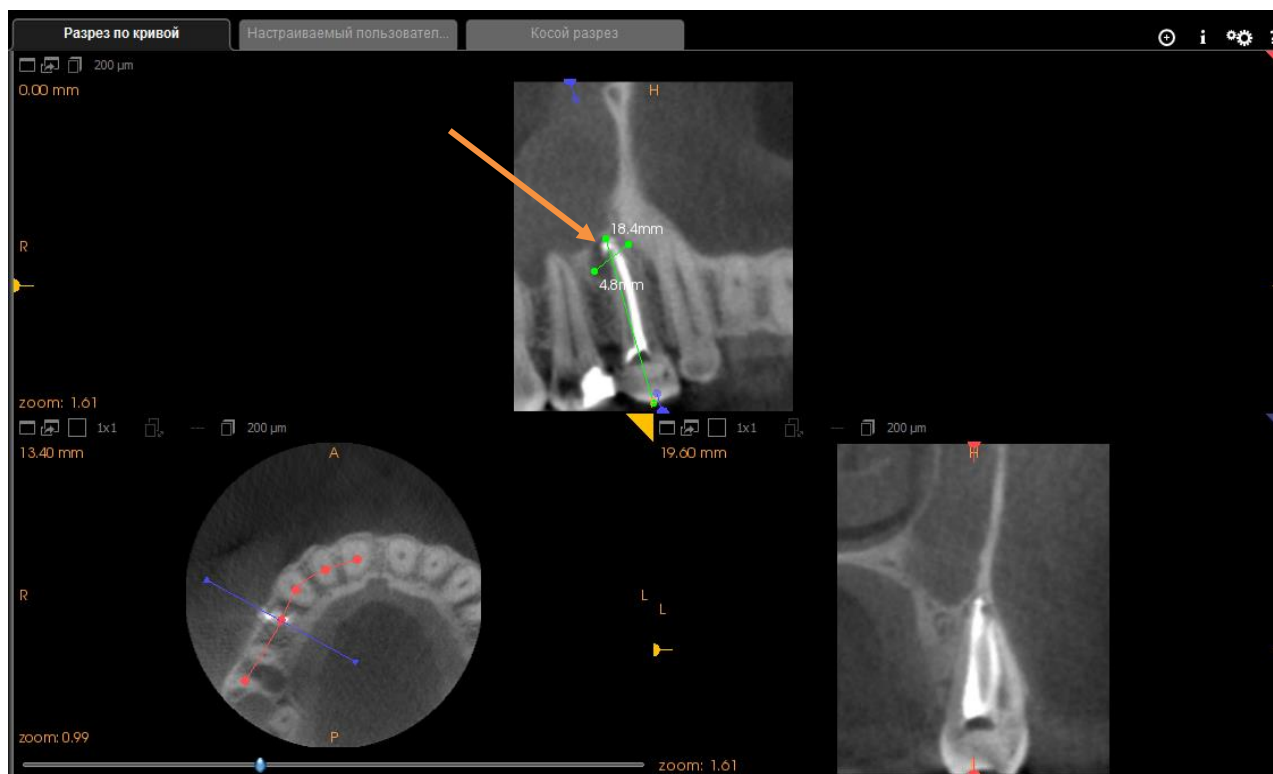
Дентальная компьютерная томография правого сегмента верхней челюсти пациентки Т. до операции резекции верхушки корня зуба 1.4 (стрелкой указан патологический очаг)
